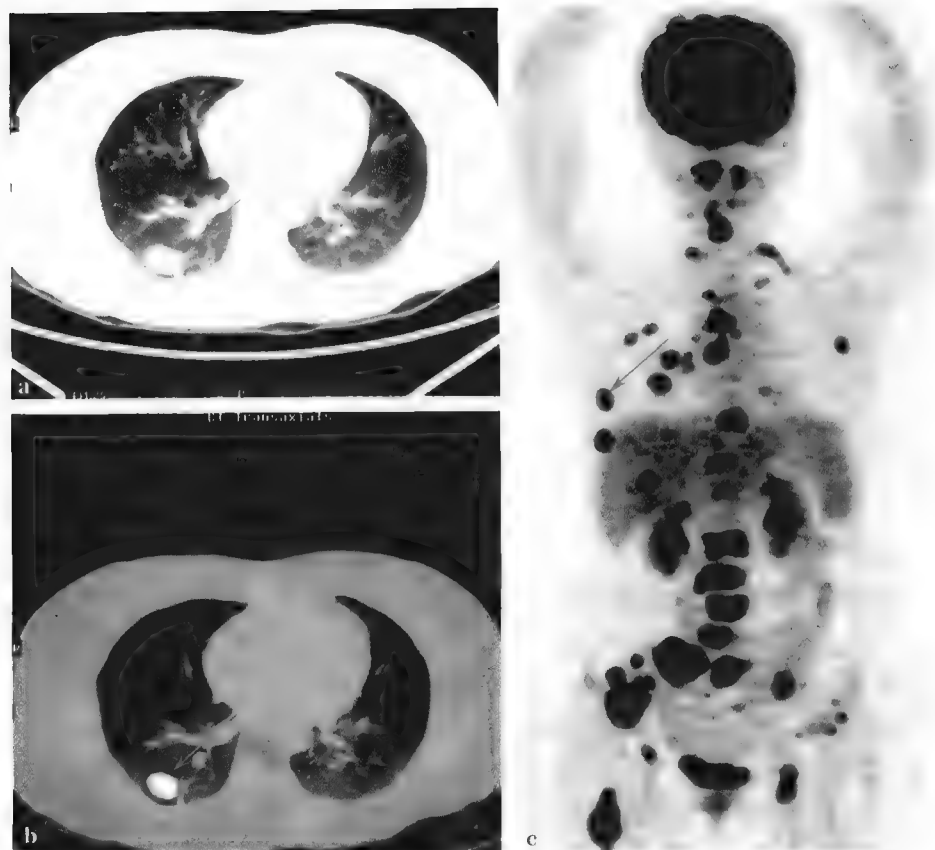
^{18}F -FDG PET/CT 示肺癌全身广泛转移
